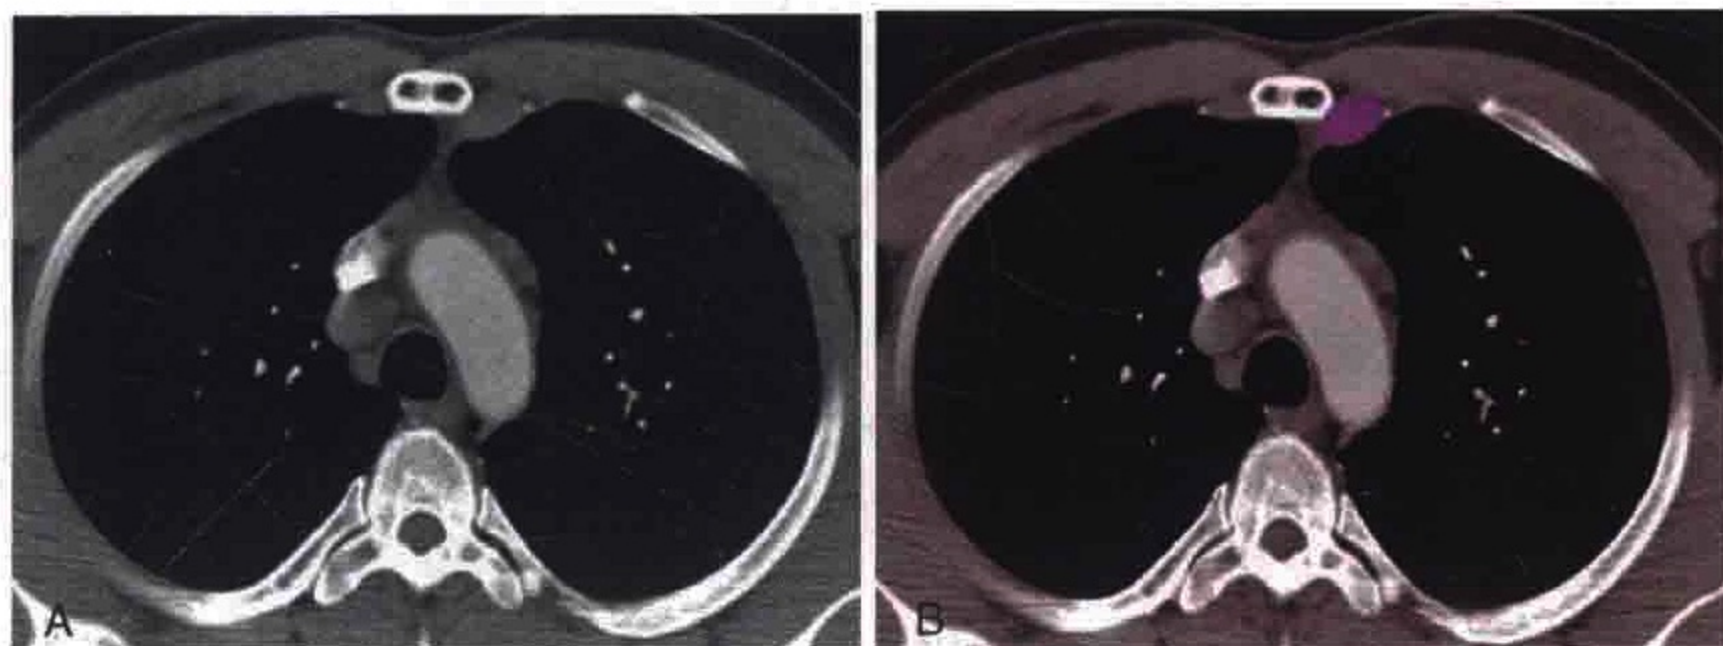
胸部横轴位 CT 增强扫描显示肿大的左侧内乳淋巴结（粉红色）
